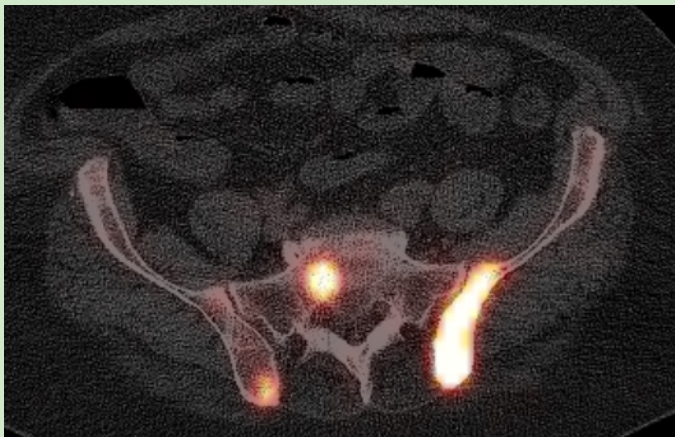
Ergänzend zum Knochenszintigramm ermöglicht das SPECT/CT eine genaue Diagnose und die exakte Lokalisation der Knochenmetastasen.
